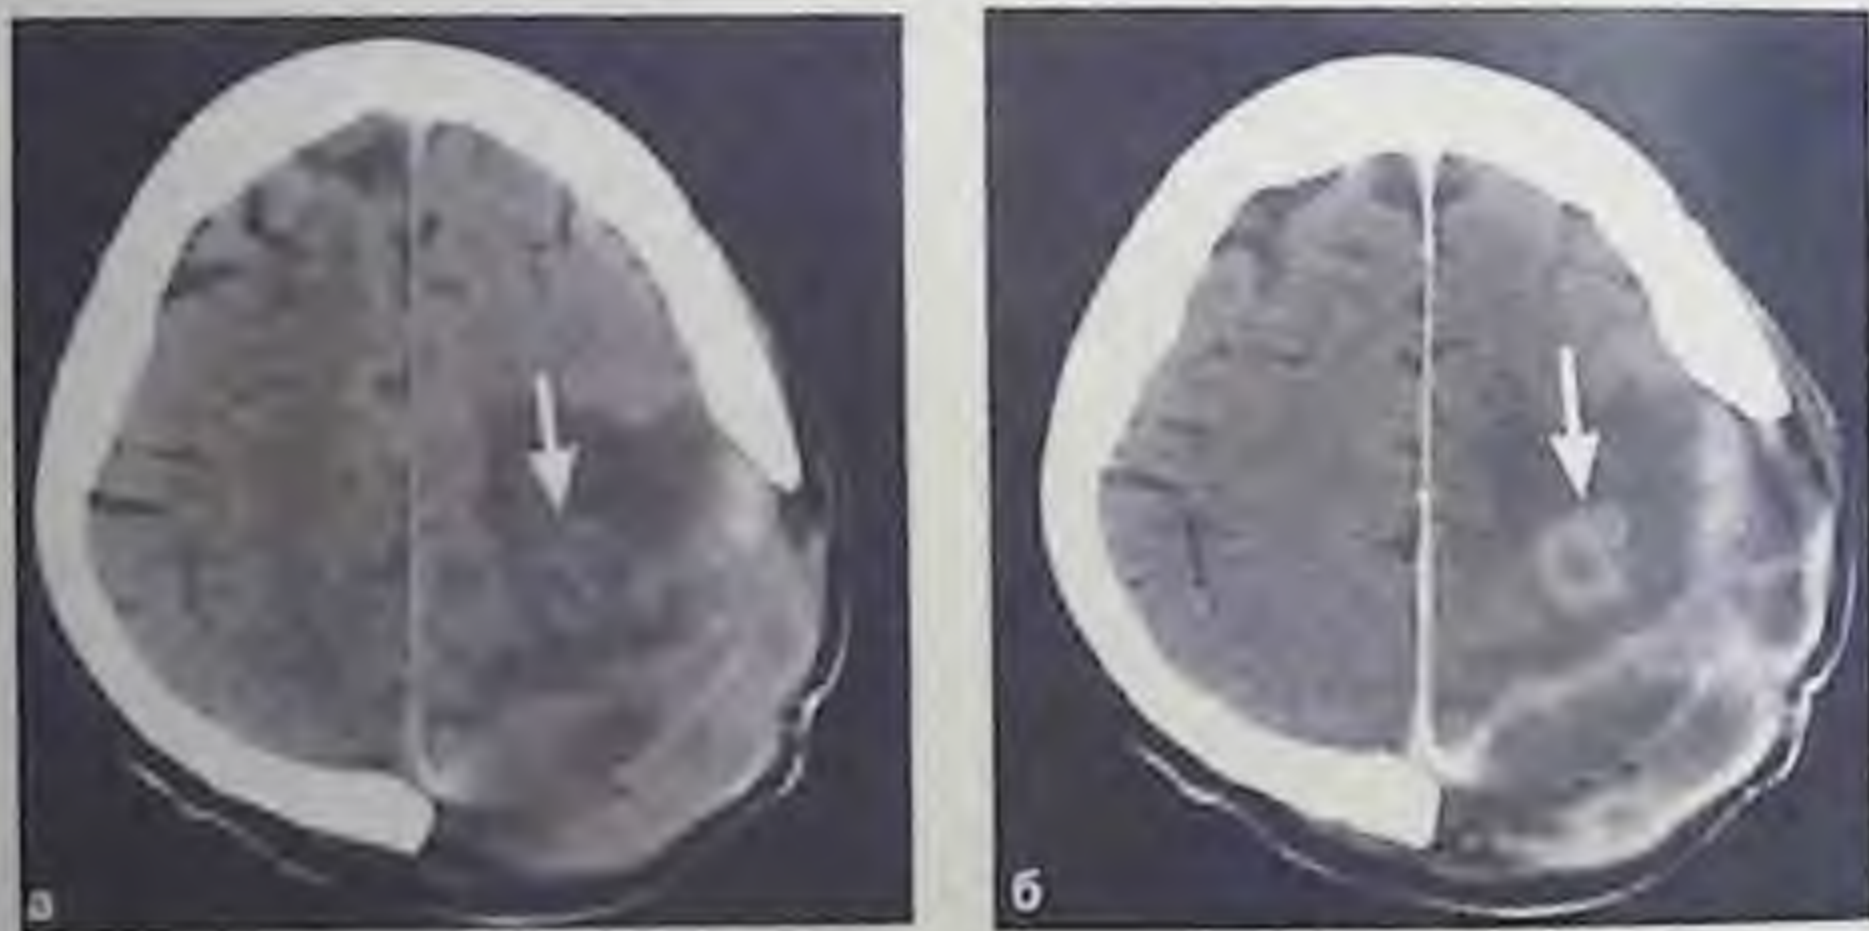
Компьютерные томограммы до (а) и после (б) введения контрастного вещества. Абсцесс головного мозга. Состояние после костнопластической трепанации черепа. Определяется обширная область снижения плотности (перифокальный отек), в центре которой определяется участок кольцевидной формы, интенсивно накапливающий контрастное вещество (стрелка)
